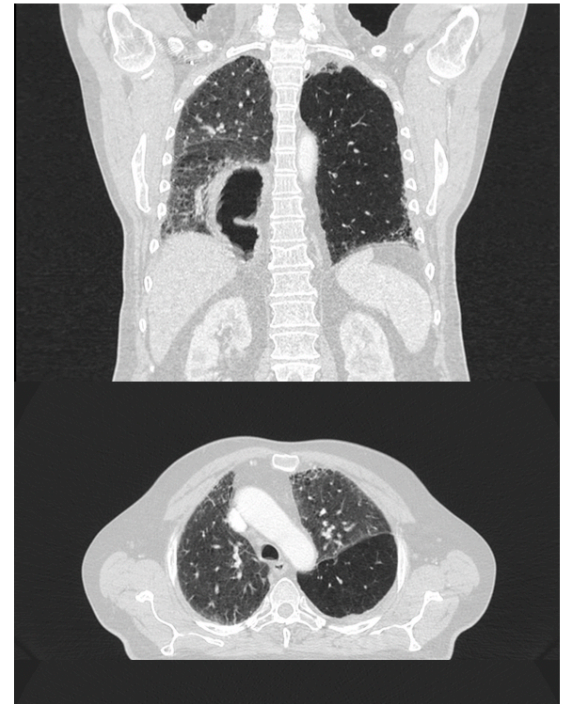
Patient 12; initiales CT als Axialschnitt und als rekonstruierter Frontalschnitt; dargestellt ist der Upside-down-Magen im Frontalschnitt. Im Lungenfenster sind bereits prätherapeutisch milchglasartige Veränderungen zu erkennen.
